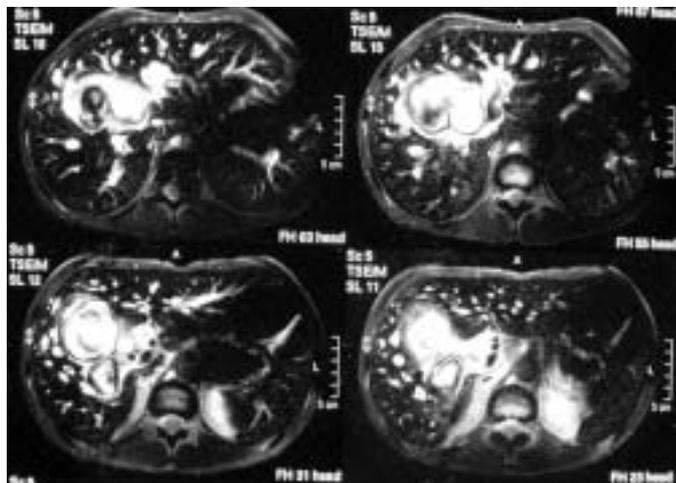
Ressonância magnética – Aneurisma intra-hepático.
